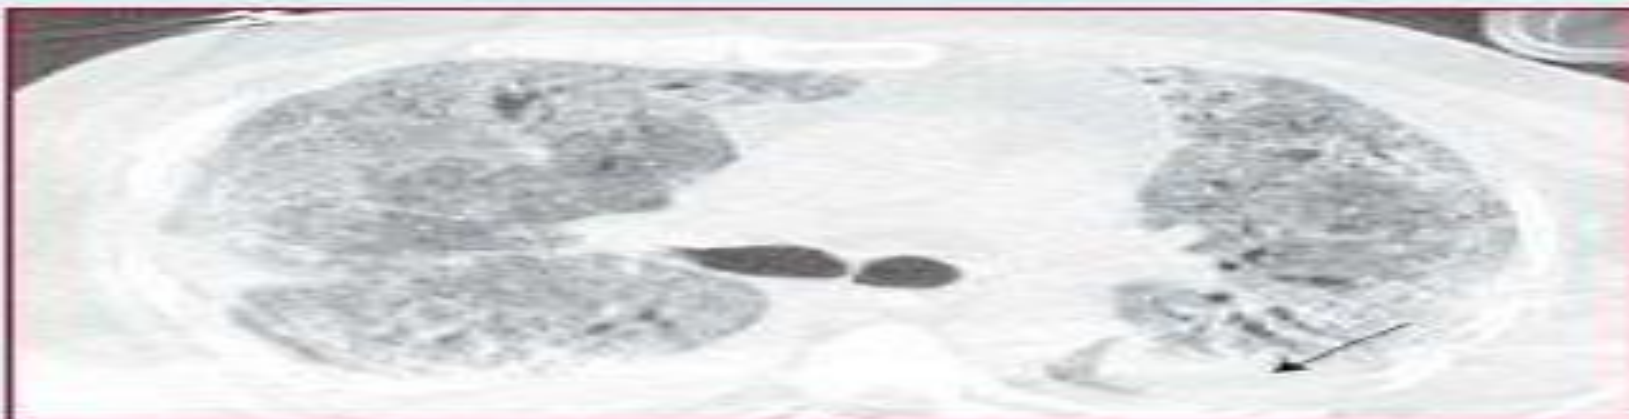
Изображение, полученное при КТ легких у пациента, для которого были справедливы критерии диагностики острого РДС. На снимке видно, что поражение легочной паренхимы при остром РДС не гомогенно, а включает более темные участки уплотненной ткани (показано стрелочкой)
